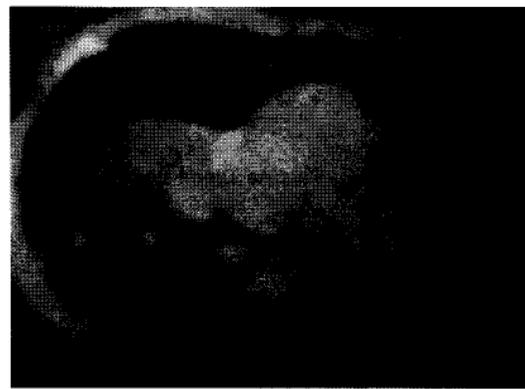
TAC de tórax en: imágenes quísticas de paredes delgadas en lóbulo inferior derecho, atelectasia en lóbulo medio y lóbulo lingular.
